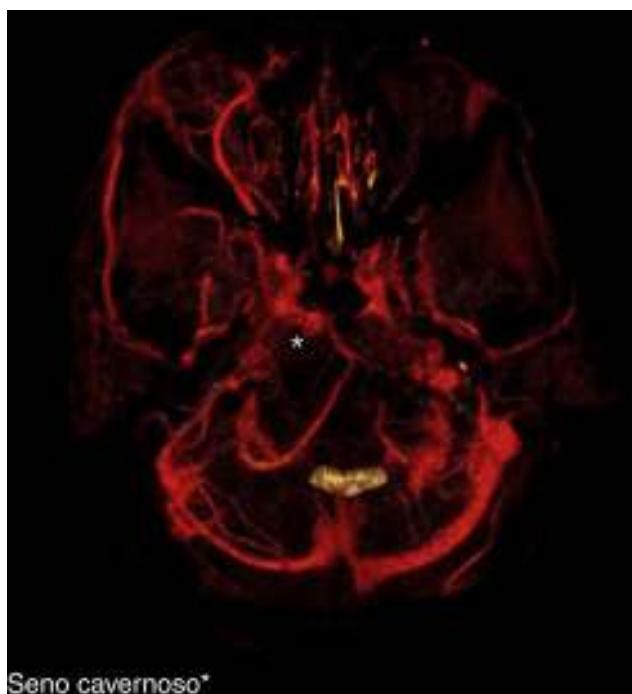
TC contrastada, con engrosamiento de la vena oftálmica superior OI.
